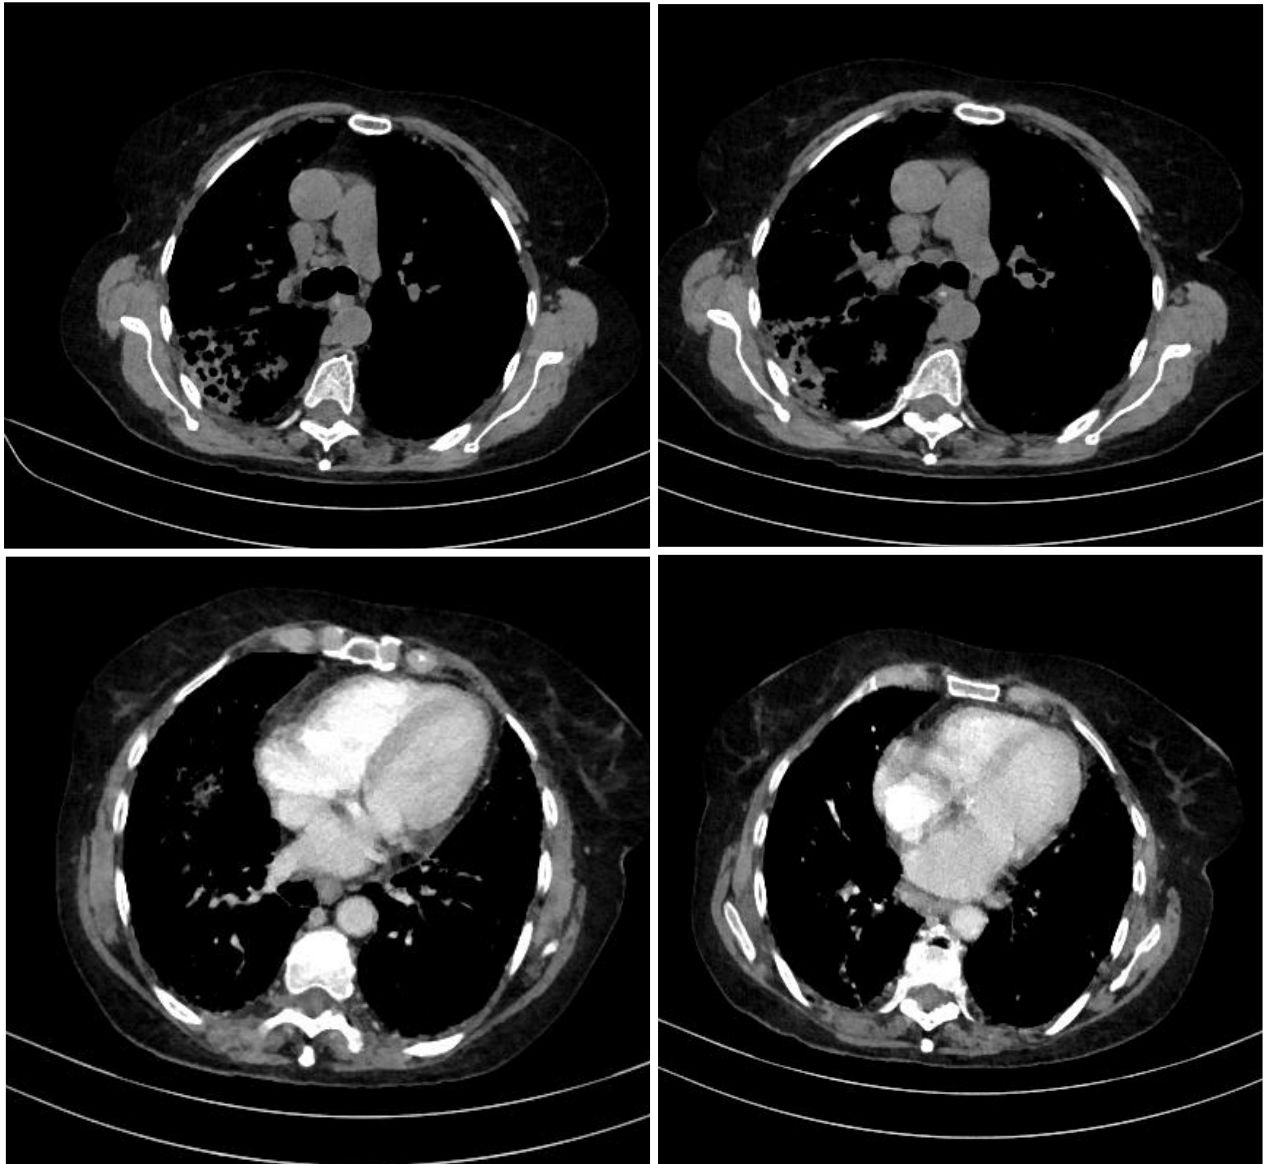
Tomografía computarizada de tórax
